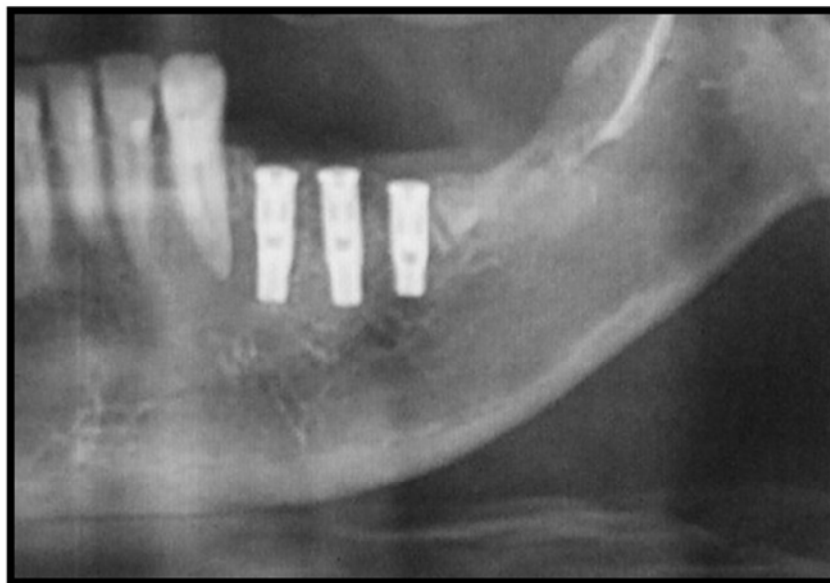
Área da radiografia panorâmica com implantes instalados.
